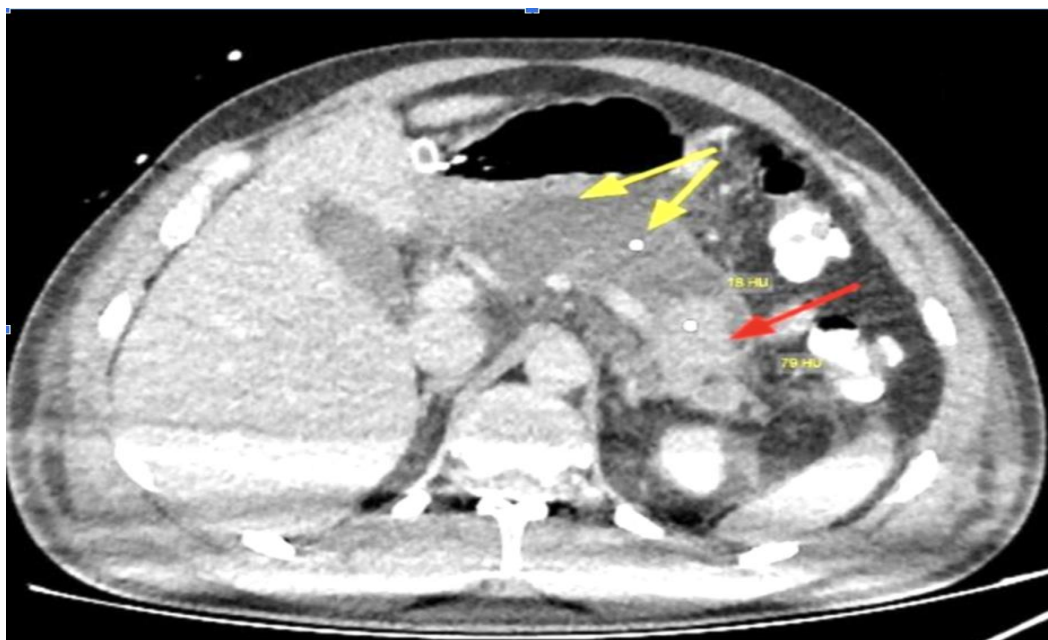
МСКТ, венозная фаза, аксиальная плоскость, 7 сутки болезни. Некроз головки, шейки, тела (желтые стрелки), жизнеспособный хвост (красная стрелка)
